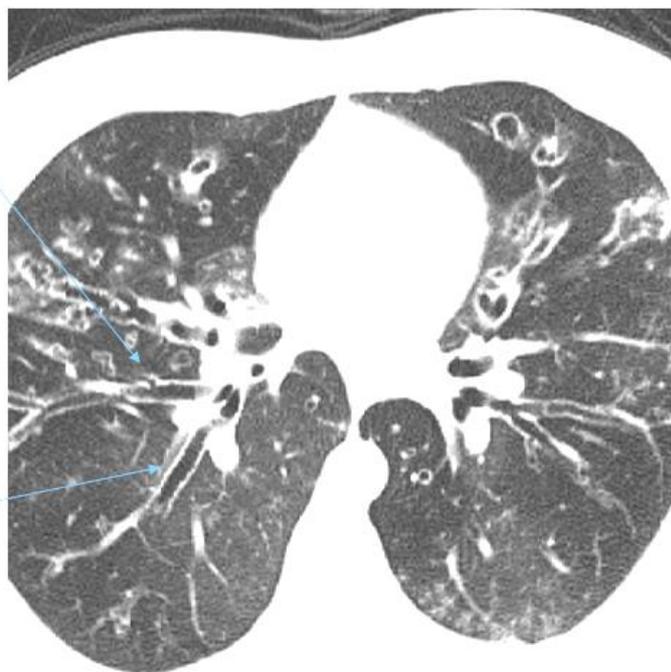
КТ цилиндрических БЭ
